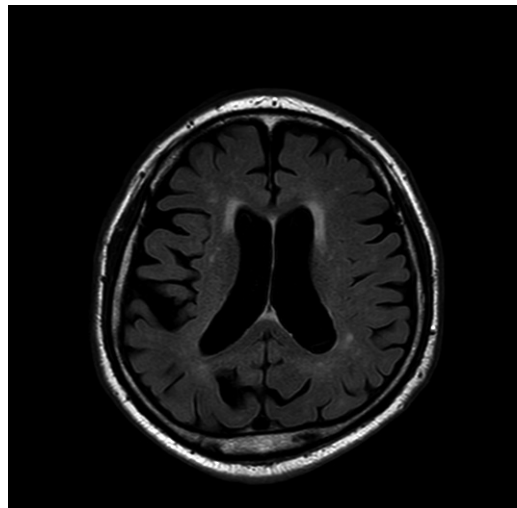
Brain MRI [2021. 03. 16.] MRI demonstrated no acute lesion
